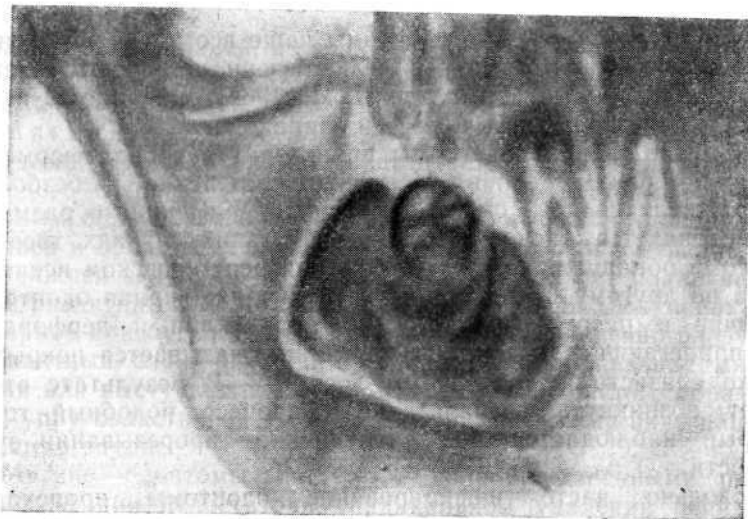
Рентгенологическая картина твердой сложной одонтомы нижней челюсти.
